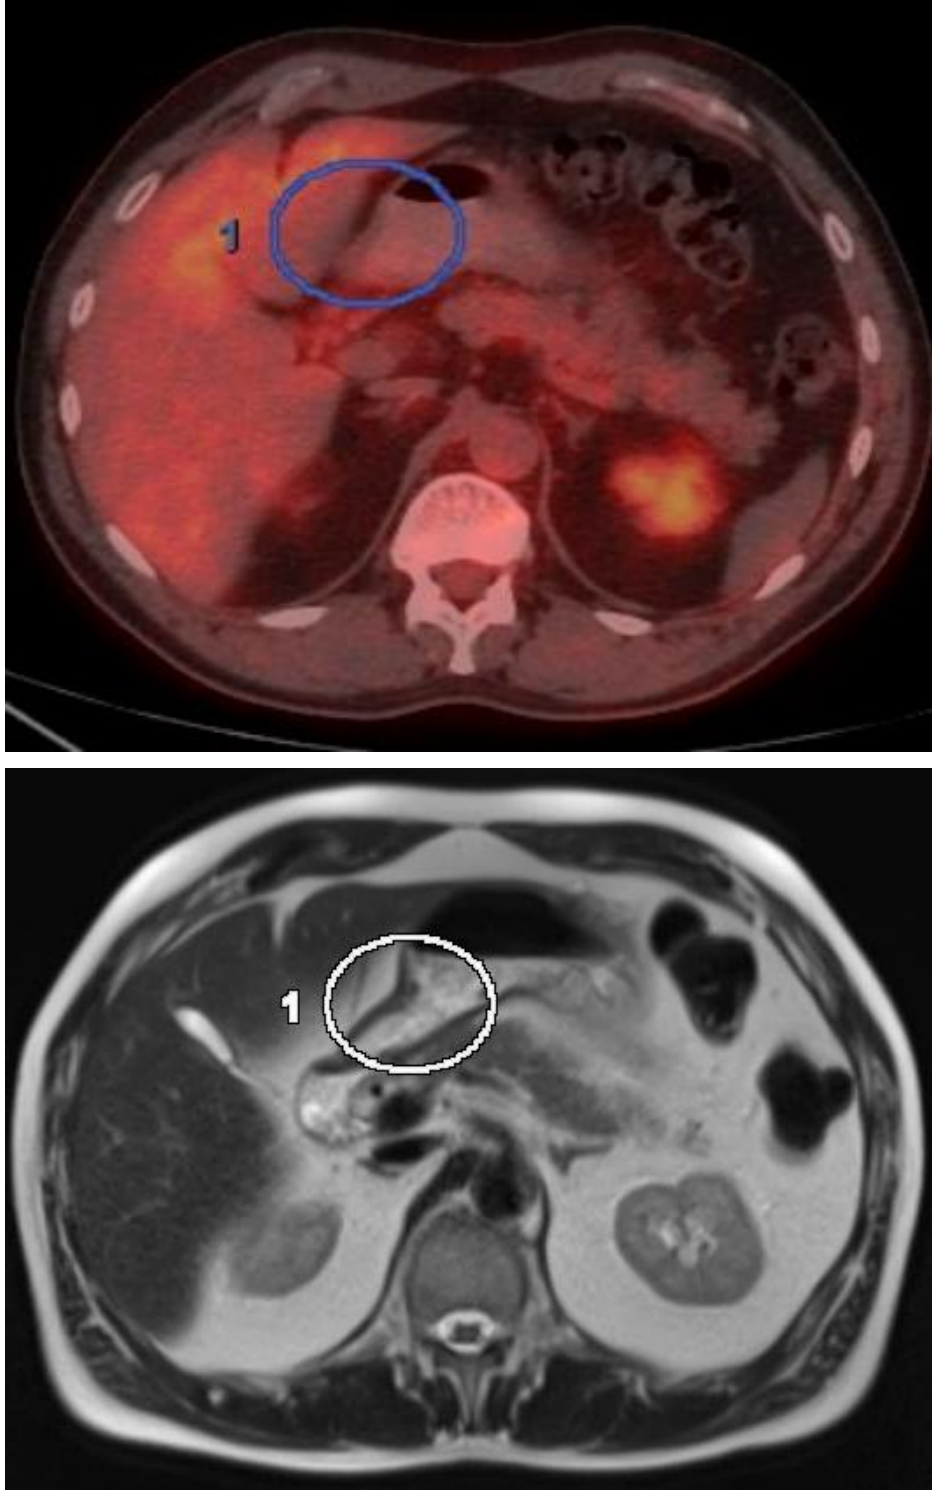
ДВКЛ IЕ ст. с поражением стенки желудка. ХТ R-СНОР. 1 балл по ПЭТ-шкале. Регресс очага поражения в стенке желудка а) ПЭТ/КТ с ФДГ; б, в) ДВ МРТ.
